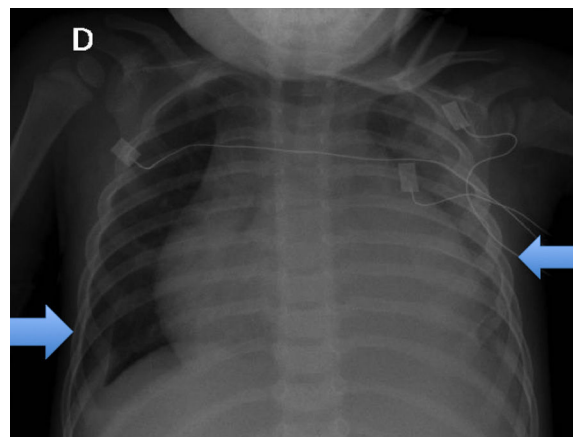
Radiografía posteroanterior de tórax. Destaca importante cardiomegalia con derrame pleural bilateral (señalado con flechas).
